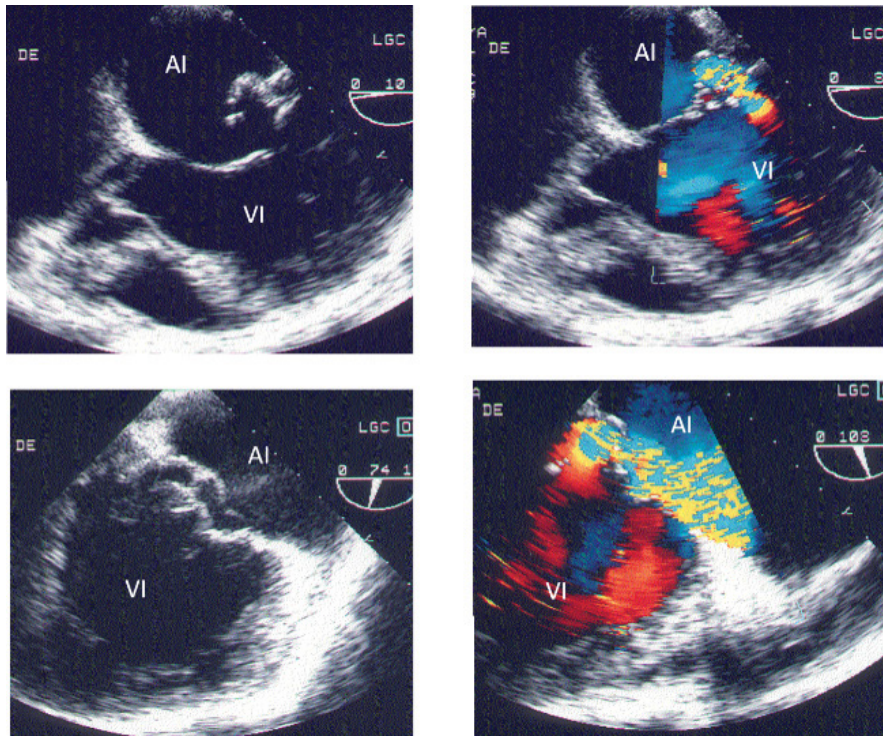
Ecocardiograma Transesofágico en paciente con insuficiencia mitral muy importante. Muestra dilatación de cavidades izquierdas, válvula mitral muy deformada y Doppler codificado en color con parámetros de severidad.
